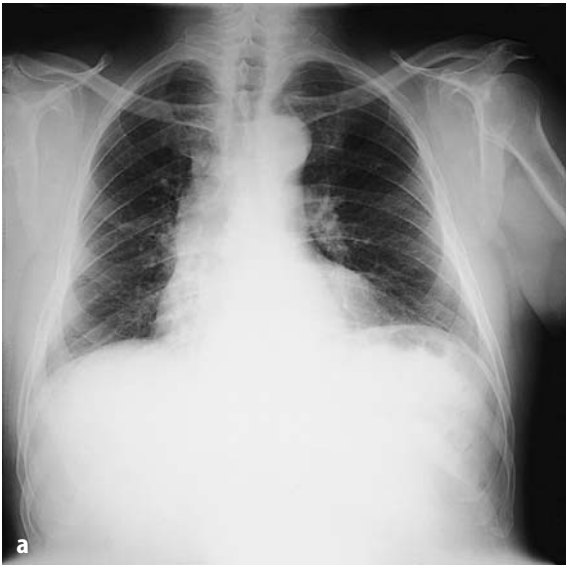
Röntgenthoraxbild eines 69-jährigen Patienten a präoperativ und b 2 Tage nach Bypassoperation, der Fieber und eine Verschattung des linken Unterfeldes entwickelte. Differenzialdiagnostisch kommen hier eine Linksherzinsuffizienz, ein Erguss, eine Pneumonie oder eine Atelektase in Frage. In diesem Fall lag eine Pneumonie mit *S. aureus* vor
